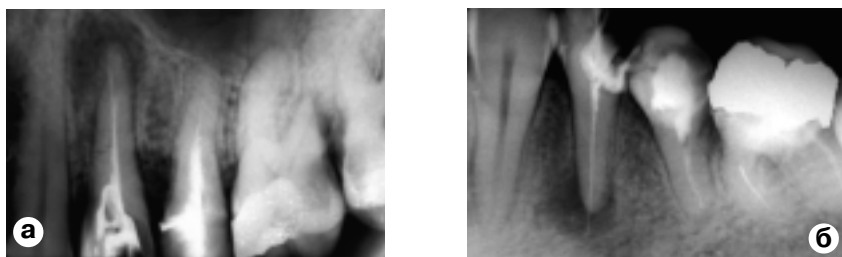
Деструкция костной ткани у верхушки корня. Апикальная гранулема с четкими (а) и нечеткими контурами (б). Рентгенограммы.
